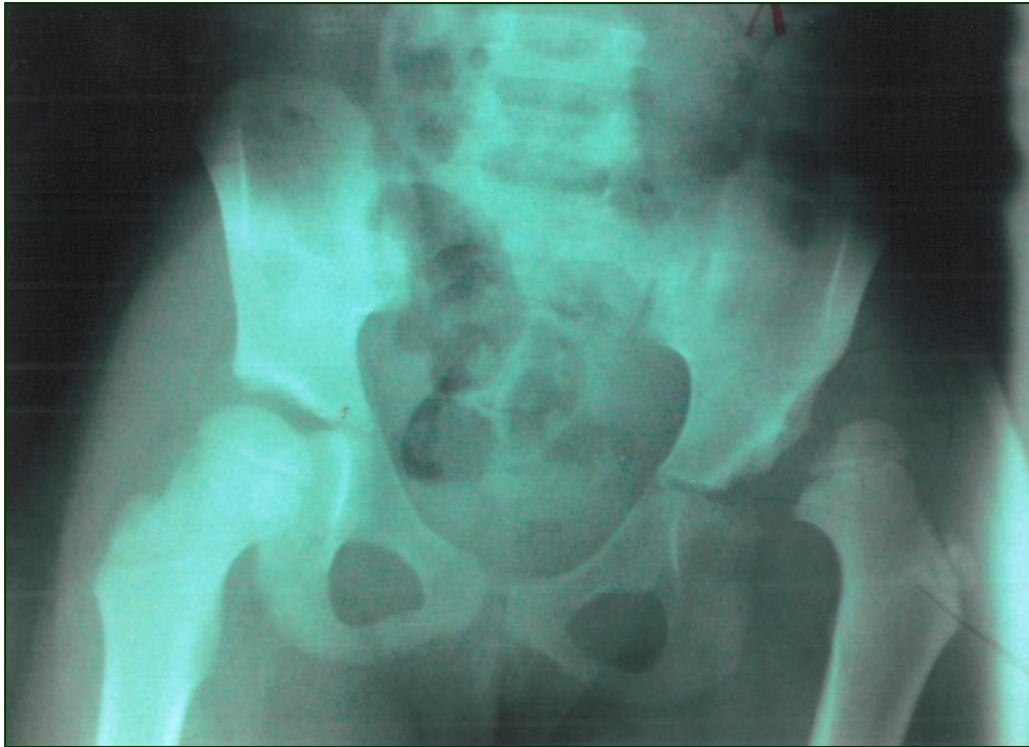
(a) : Radiographie du bassin face montrant une dysplasie du cotyle gauche avec mauvaise couverture de la tête fémorale avec un VCE à 14° et un HTE à 52°
